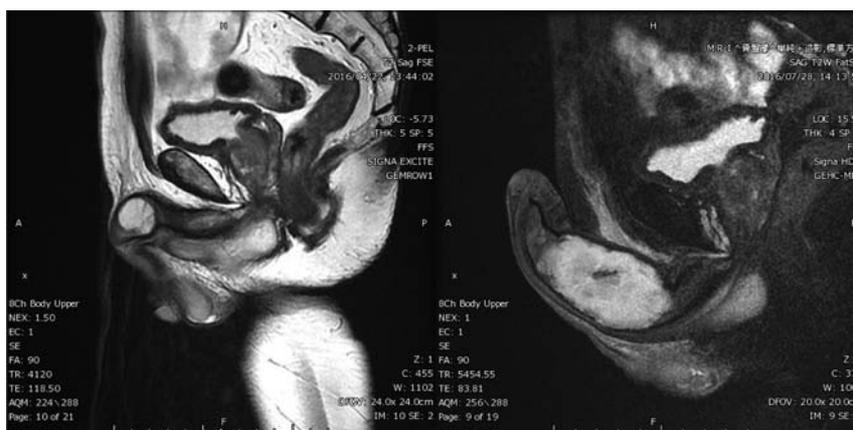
A: Sagittal T2-weighted (T2W) magnetic resonance imaging (MRI) of the pelvis at the previous hospital revealed an abscess limited to the penile root. B: Sagittal MRI of T2 weighted image with fat-saturation on showed expansion of the penile abscess to the penile shaft at our hospital.
